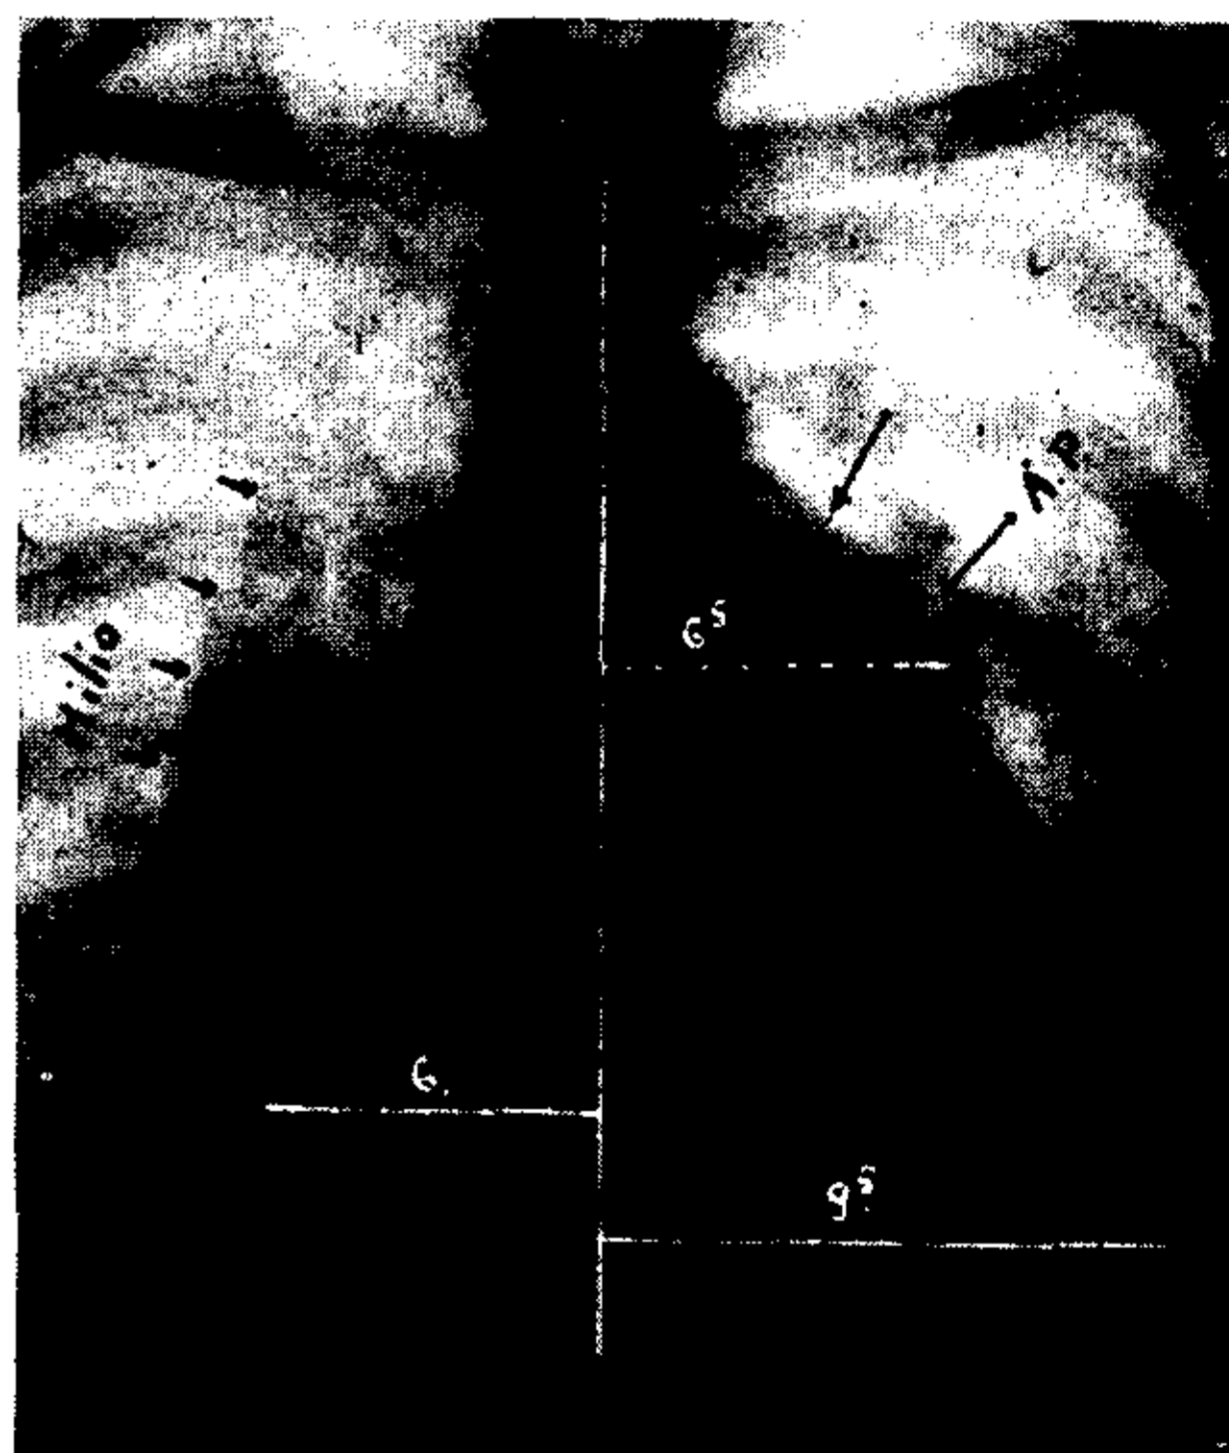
(Caso 3). — Teleradiografía. Agrandamiento global de la sombra cardíaca. Configuración derecha. Bulbo aórtico. Arco medio muy saliente con alargamiento de su flecha. Punto G. no descendido. Gran arco de la aurícula derecha. Hilios densos, bien marcados y de bordes nítidos.
